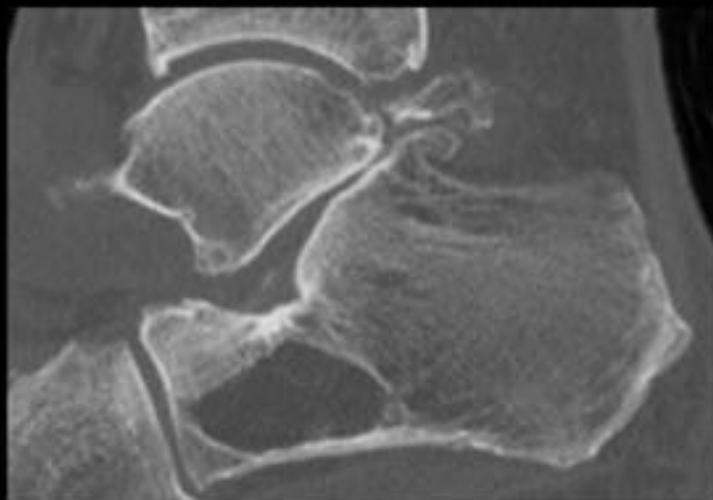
Lipomas intraoseos. Distintas presentaciones en TC
